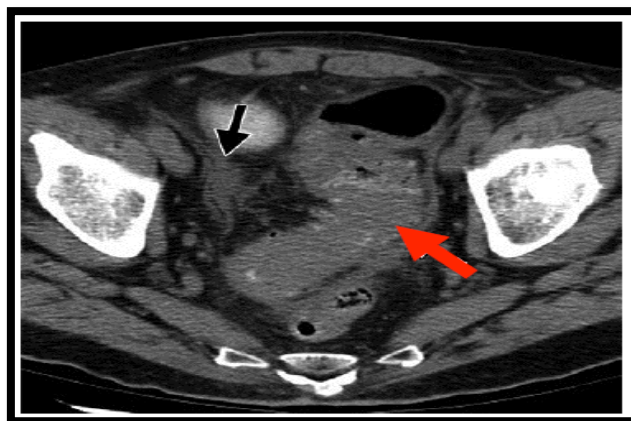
TDM C+ coupe axiale d'une occlusion sur sigmoïdite diverticulaire (105) : Dilatation du segment colique avec aspect aiguë, irrégulier, épaissi et inflammatoire de la paroi colique pathognomonique d'une diverticulose colique (□). Un épanchement péritonéal est associé (□).
